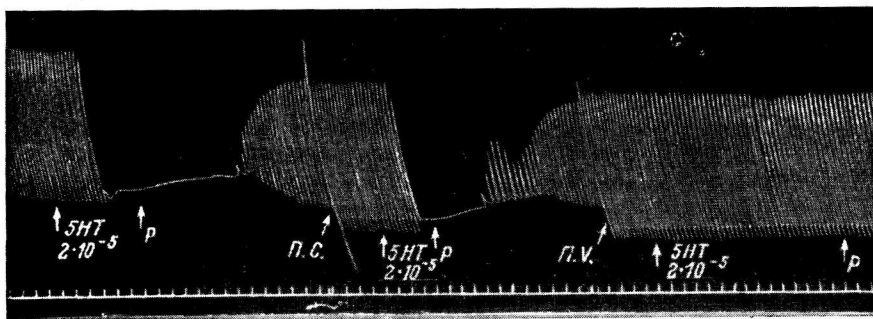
Запись сокращений сердца лягушки при перфузии дуги аорты серотонином в концентрации  $2 \cdot 10^{-5}$  г/мл.
